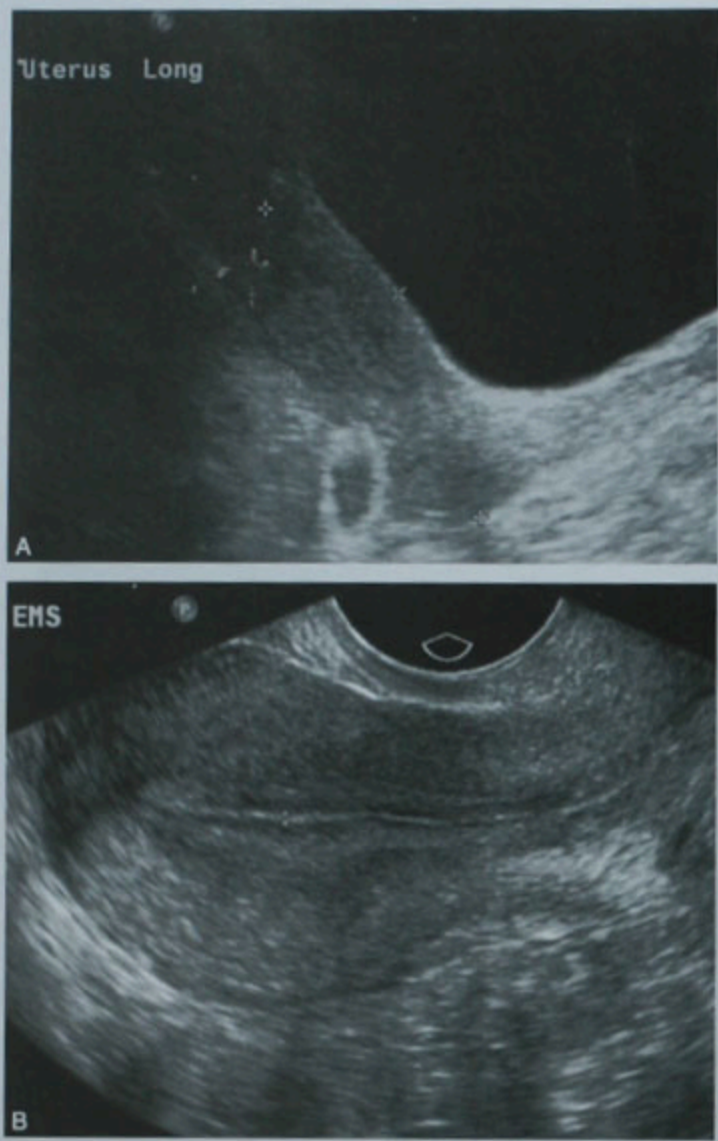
正常子宫的超声图像,比较一次超声检查中经腹扫查(A)和经阴道扫查(B)的子宫超声图像对解剖细节的显示
